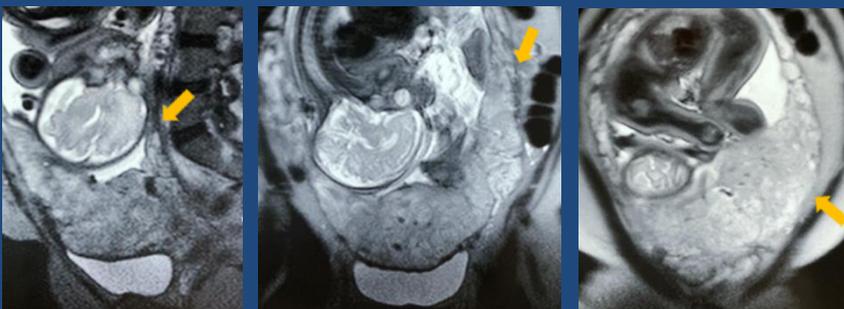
RMN de embarazo del trimestre, donde logra con mejor valoración del infiltrado del tejido placentario a órganos vecinos.
